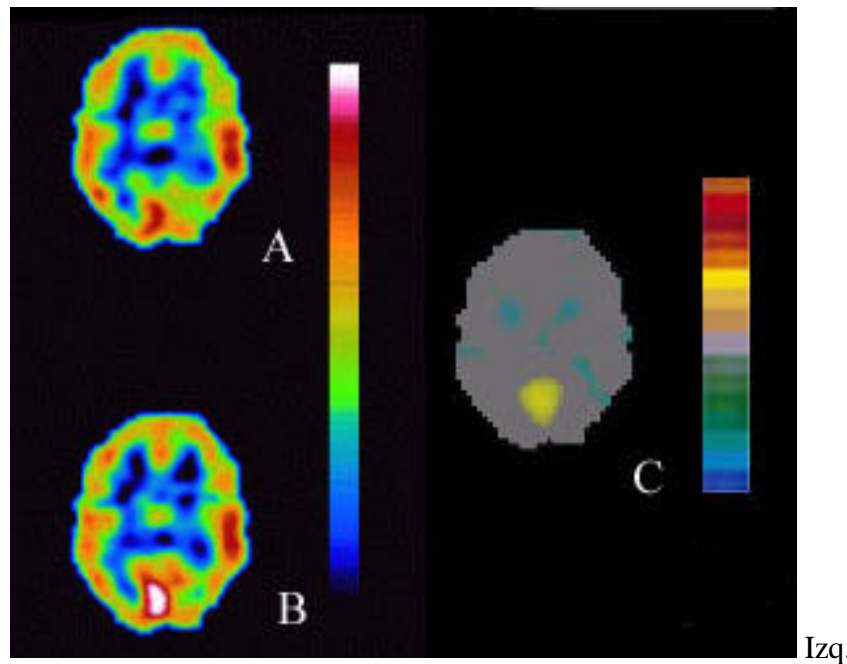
A: SPECT basal, B: SPECT obtenido tras una estimulación visual con un haz de luz y C: Imagen paramétrica de sustracción sobre la que se aplica la escala de color especialmente definida que demuestra en amarillo un aumento de perfusión del 15% en el córtex occipital.
